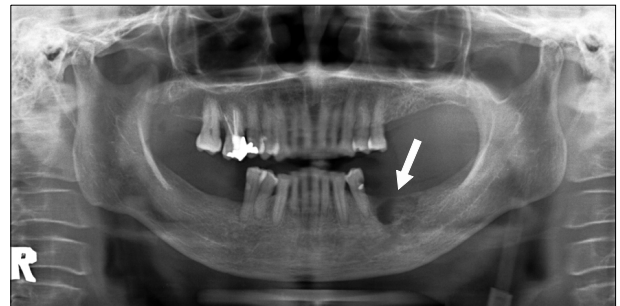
본원 내원 당시 촬영한 파노라마 방사선 촬영으로 발치창의 치유지연 및 주변에 불규칙한 방사선 투과성 병변을 동반한 부골이 관찰되고 있다.
